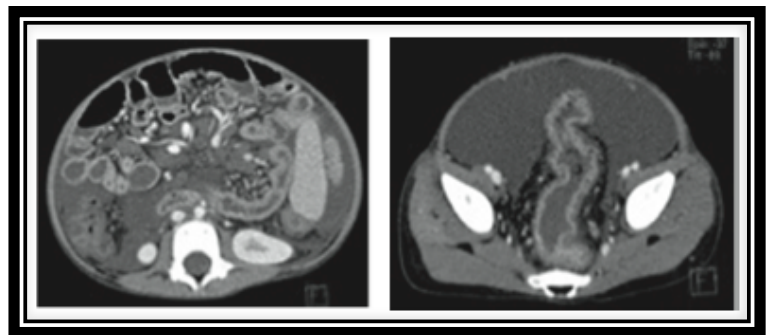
TC con contraste intravenoso que muestra engrosamiento de asas de delgado, ciego, sigmoides y recto, además de abundante líquido libre.
